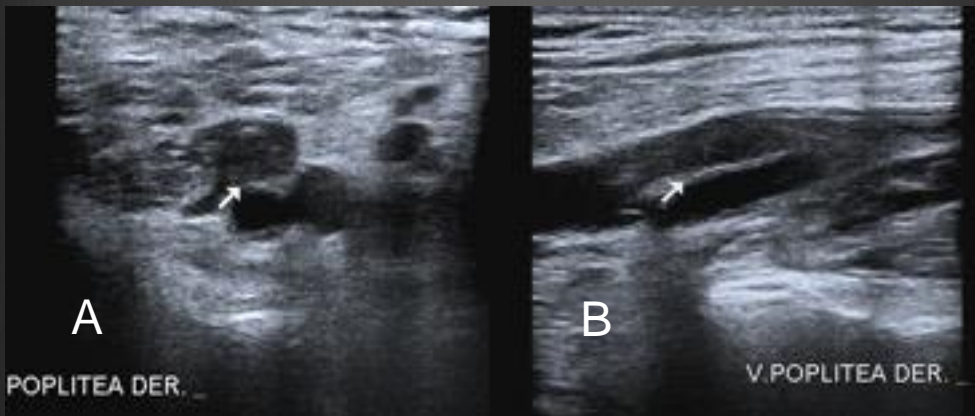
A. ecografía ModoB corte axial donde se visualiza la vena poplítea aumentada de tamaño con presencia de material ecogénico endoluminal con compromiso total de la luz, compatible con trombosis venosa B. corte longitudinal de la vena poplítea con material endoluminal que ocluye toda la luz (flechas blancas)
